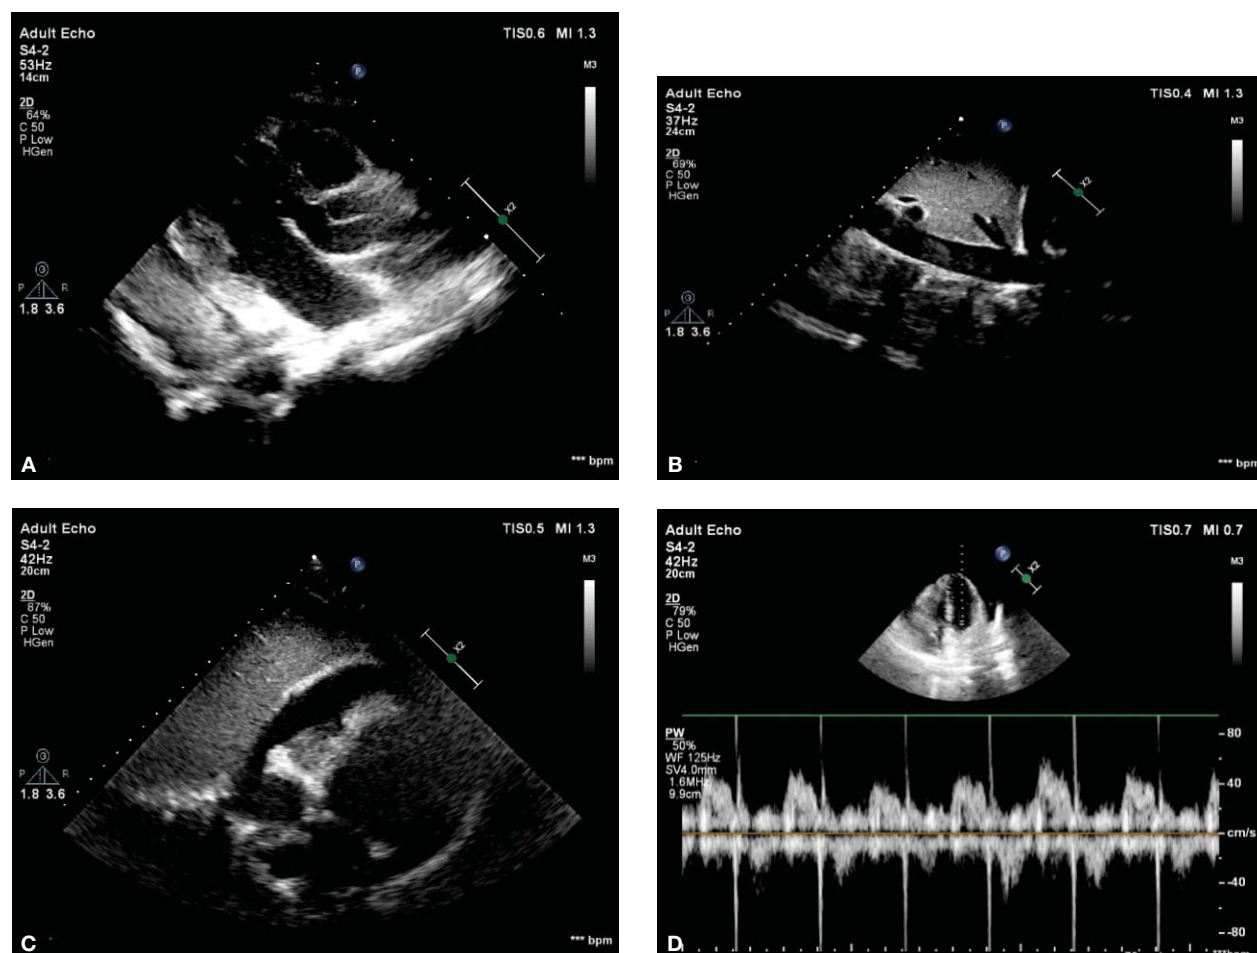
Aspectele ecocardiografice diagnostice pentru tamponada cardiacă la pacientă. A) Incidență parasternală ax lung: colecție pericardică circumferențială. Masă pericardică hiperecogenă posterior. B) Incidență subcostală: colecție pericardică cu semne de colaps diastolic AD-VD. C) Dilatarea VCI cu imagine de contrast spontan. D) Incidență apicală 4 camere: variația respiratorie a fluxului trans-mitral
